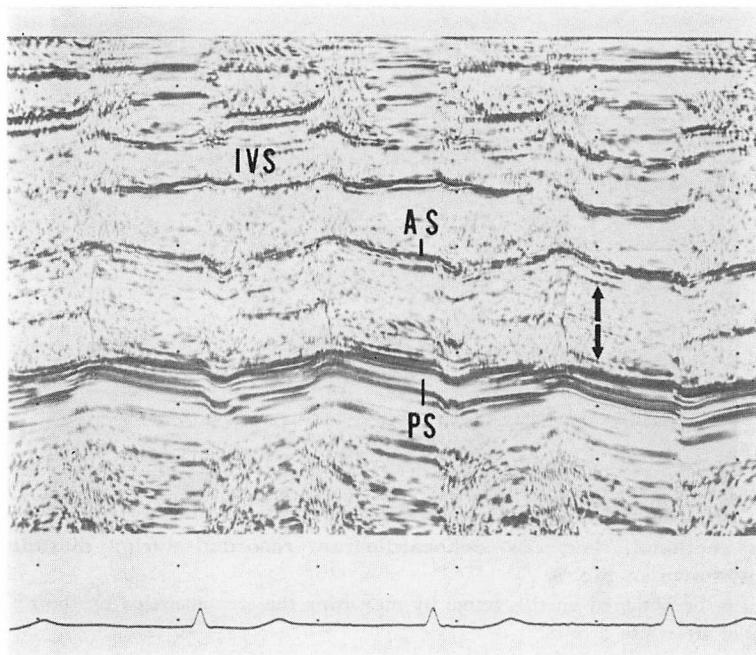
M-mode echocardiogram of the Hancock valve in the mitral position. Arrows indicate valve leaflets.
